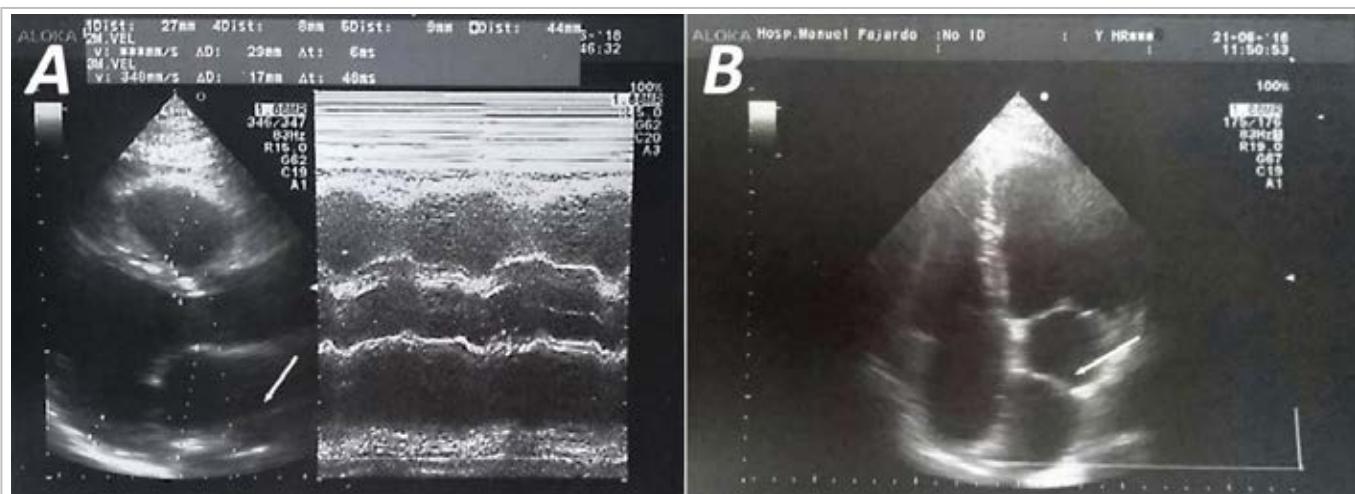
Transthoracic echocardiogram showing the *cor triatriatum sinester*. A. parasternal long-axis view. B. Apical four-chamber view. Image shows the membrane dividing the left atrium (arrows). Right ventricular end-diastolic diameter: 27 mm, Aorta: 29 mm, aortic valve opening: 17 mm, left atrium: 44 mm, left ventricular diastolic/systolic diameter: 54/36 mm, ejection fraction: 61%, area of the left atrium: 26 cm², volume: 76 ml.
